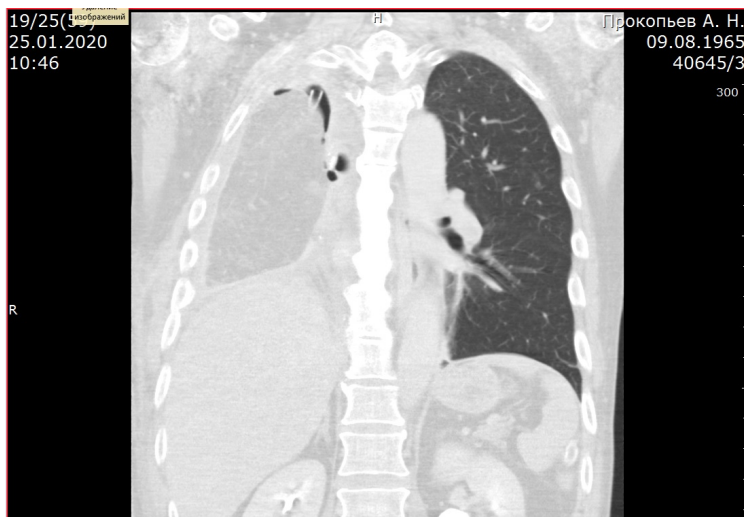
Компьютерная томограмма органов грудной клетки в прямой проекции. Правая плевральная полость заполнена большим салеником с контрастированными сосудами. Бронхиальный свищ не определяется
